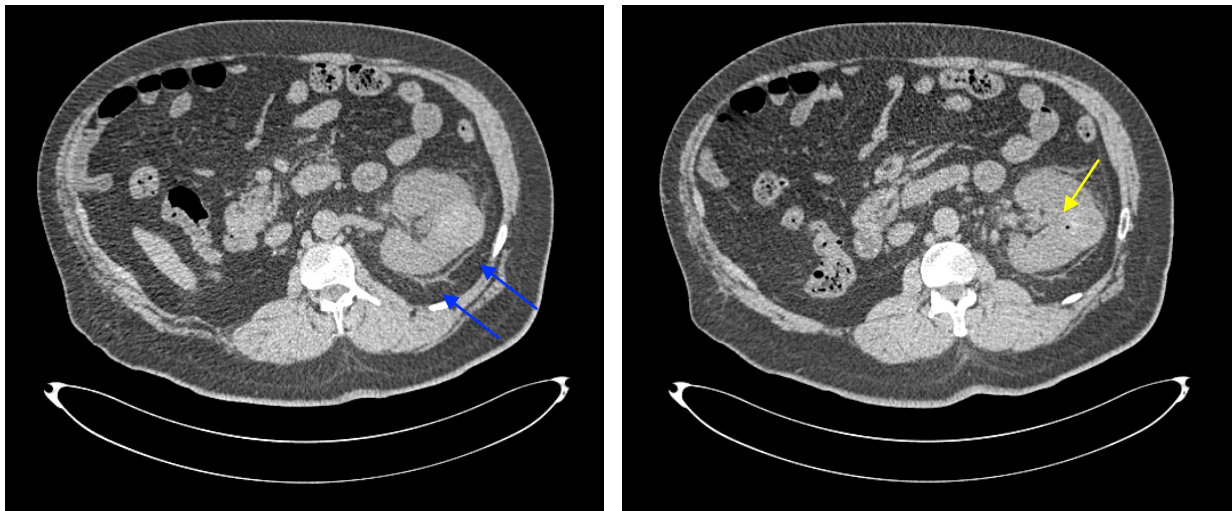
Contrôle TDM sans injection de PDC à J1 post RF : objectivant l'aspect hyperdense de la lésion rénale gauche, siège d'une petite bulle d'air (flèche jaune), associé à une infiltration de la graisse périrénale et à un épaissement des fascia pararénaux (flèches bleues) en rapport avec les remaniements post ablation par RF.
